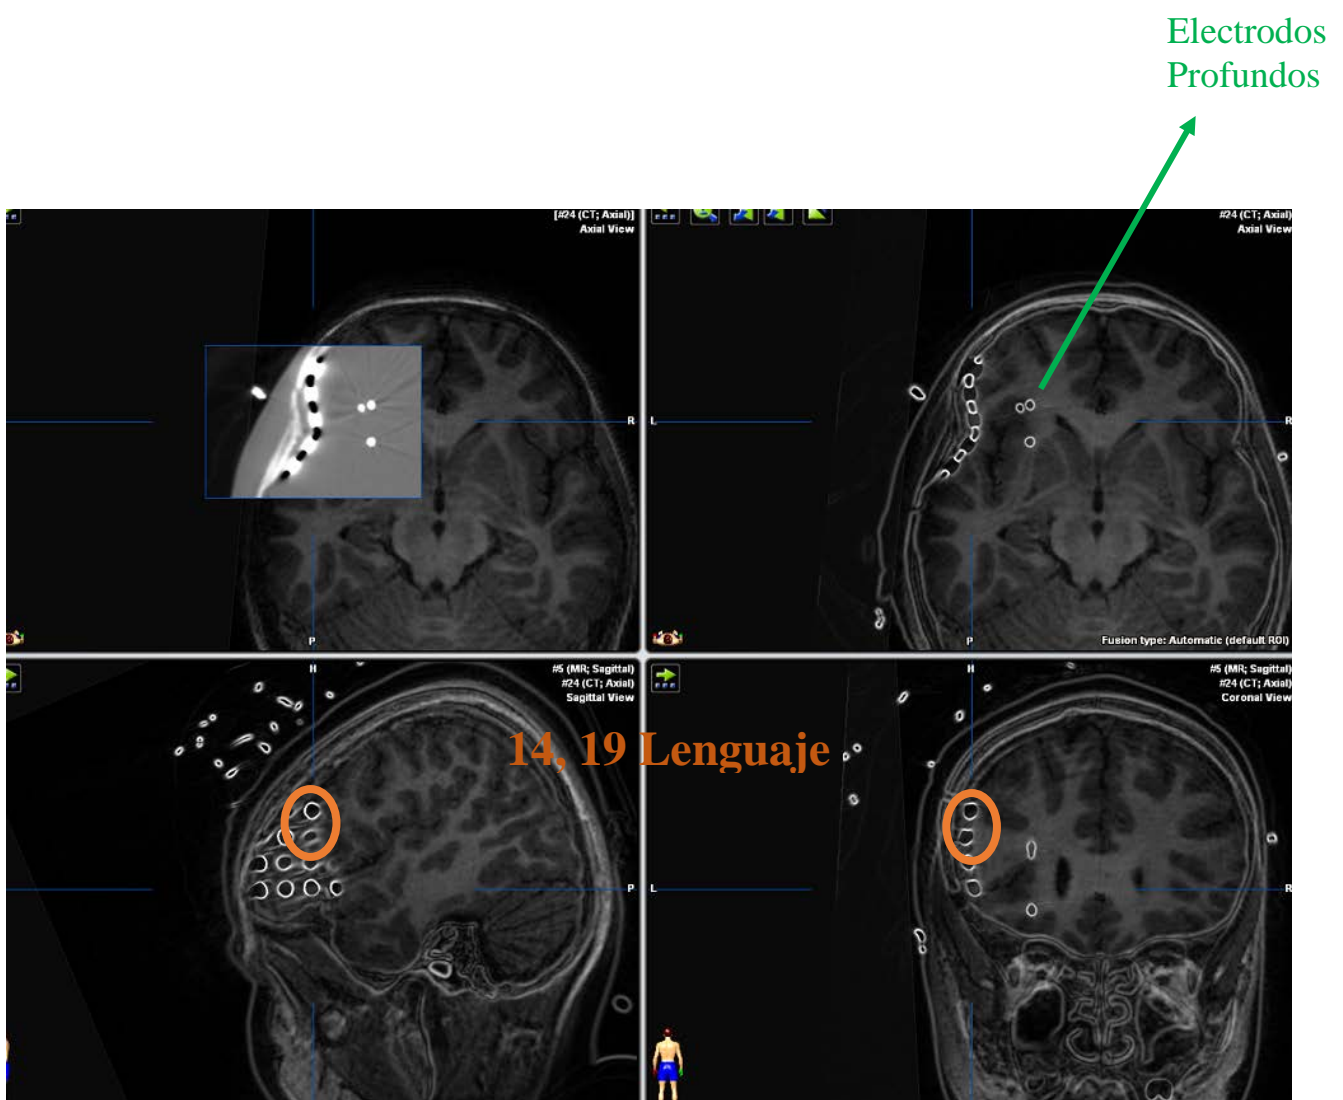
Fusión de la RM prequirúrgica y TAC postquirúrgico
